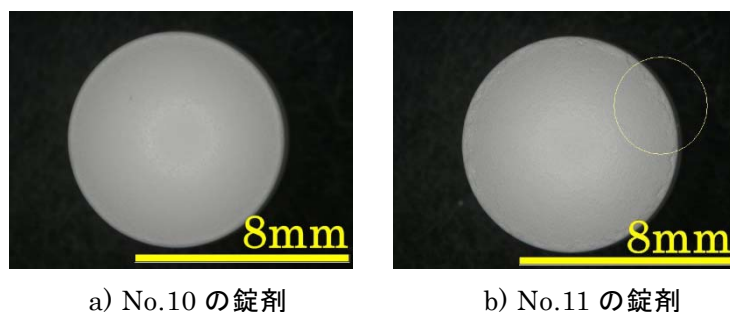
ヒプロメロース(TC-5R)を添加して PGA 水不溶化物をコーティングした錠剤の外観
